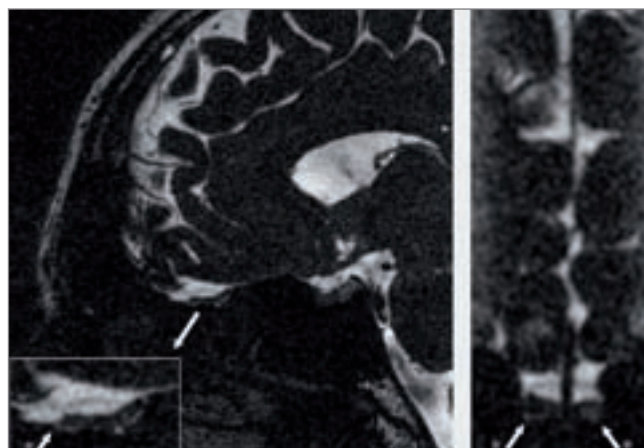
MRT-Darstellung des Bulbus olfaktorius, gekennzeichnet mit *; sagittale und koronare Rekonstruktion aus CISS-Datensatz und einer Auflösung von 0,4 x 0,4 x 0,4 cm.
